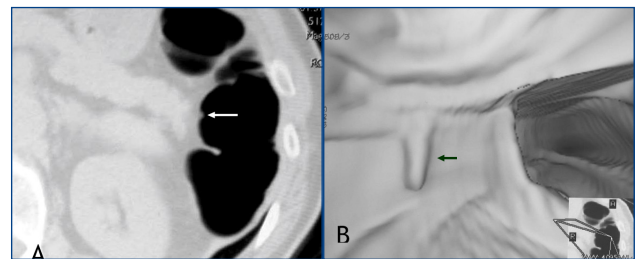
Üç aydır karın ağrısı ve ishal şikayetleri buluna 39 yaşında erkek hasta. Rektosigmoid bileşkede 5mm çapındaki polipin sanal kolonoskopideki (A), konvansiyonel kolonoskopideki (B) ve aksiyel BT kesitindeki (C) görünümü (ok).
